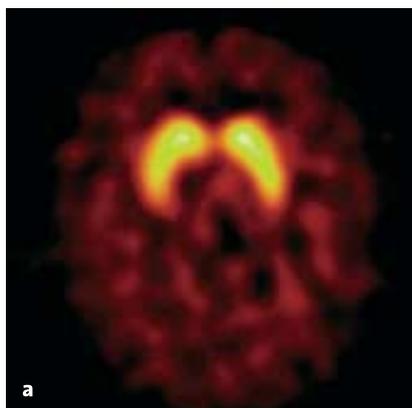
Darstellung der Krankheitsprogression. FP-CIT SPECT-Bildgebungsserie (a, b, c): Der Dopamintransporter (DAT) wird im Striatum mit dem Radioligand FP-CIT dargestellt. Der DAT ist ein membranständiges Molekül der präsynaptischen Axonterminale dopaminergener Neurone, der Dopamin aus dem synaptischen Spalt wieder in die Präsynapse transportiert. Die DAT-Dichte im Striatum wird als ein indirektes Maß für die Zahl dopaminergener Neurone verwendet. a: Gesunder Proband. b: IPS, Hoehn und Yahr Stadium I. c: IPS, Hoehn und Yahr Stadium IV.
